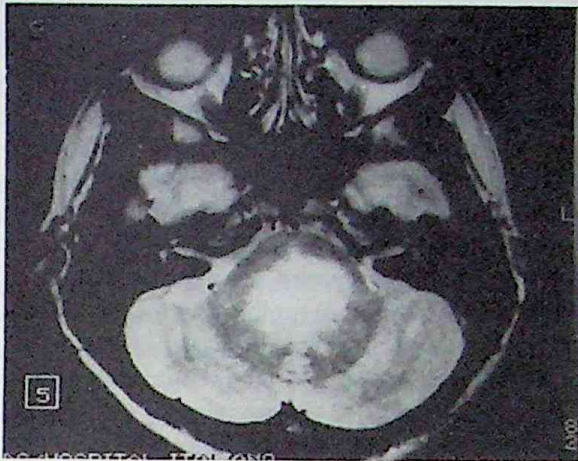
(a-b): a) Corte axial de RM tiempo de relajación T2 (TR3000 TE55), observándose hiperintensidad en protuberancia, pedúnculos medios y vermis cerebelosos. b) Corte coronal que muestra la misma hiperintensidad con extensión en mesencéfalo y bulbo (punta de flechas).
